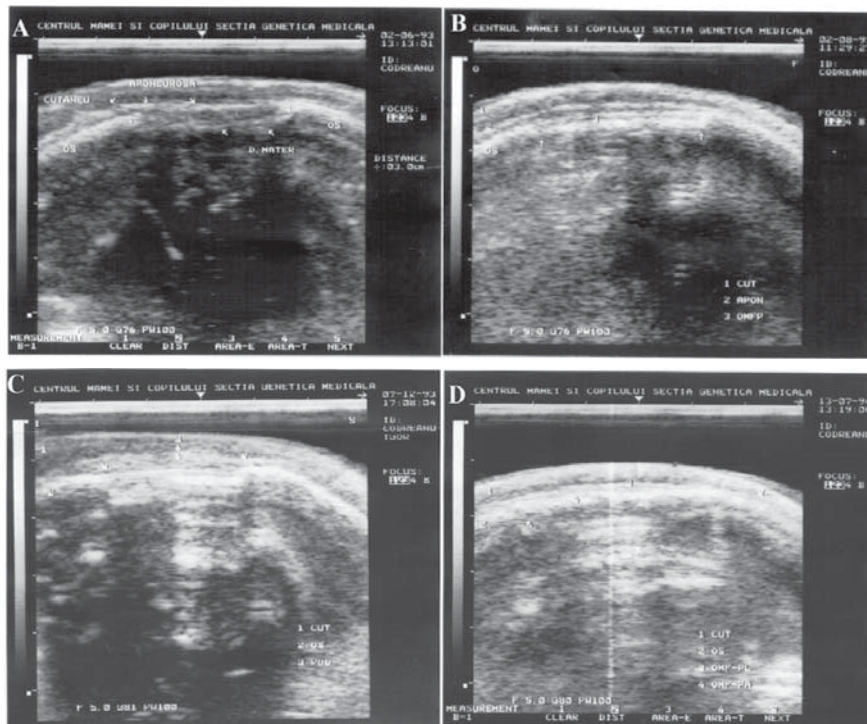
Neuroecografia craniană: A – defectul înainte de operație; B – zona defectului peste 2 luni de la cranioplastie; C – zona defectului peste 6 luni de la cranioplastie; D – zona defectului peste 12 luni de la cranioplastie.
